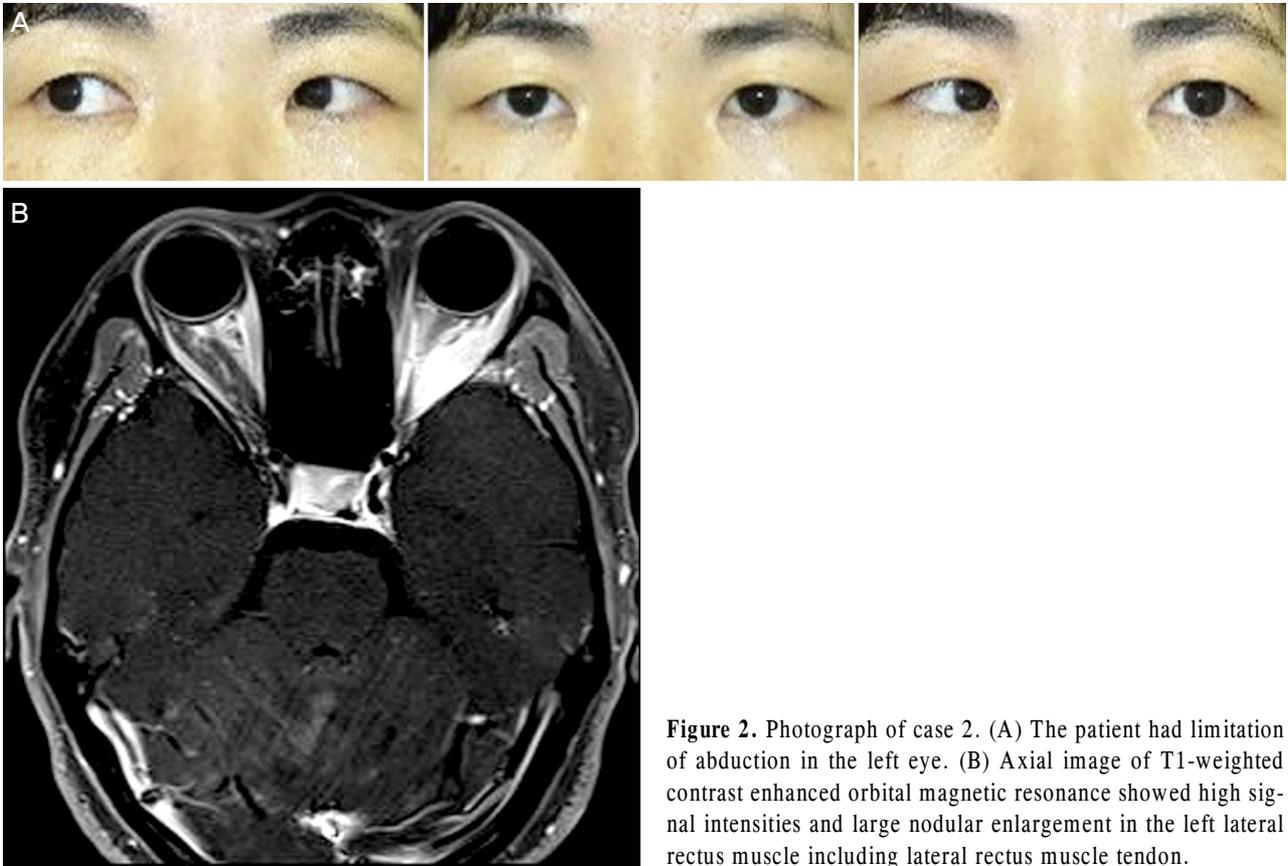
Photograph of case 2. (A) The patient had limitation of abduction in the left eye. (B) Axial image of T1-weighted contrast enhanced orbital magnetic resonance showed high signal intensities and large nodular enlargement in the left lateral rectus muscle including lateral rectus muscle tendon.
